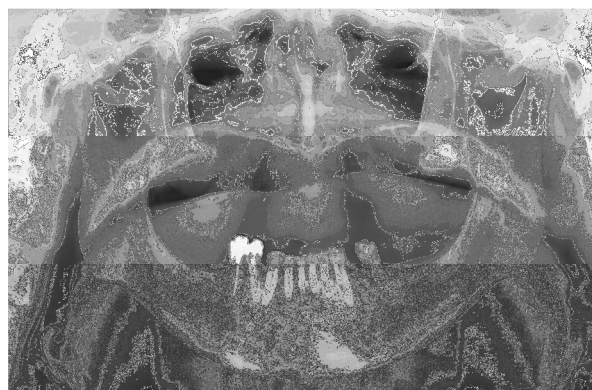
Radiografia Panorâmica Digital
